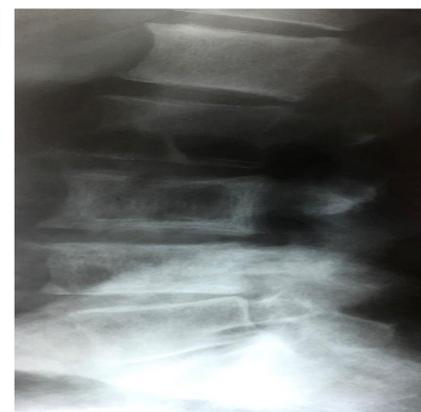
Aspect radiographique d'une vertèbre L3 en cadre
